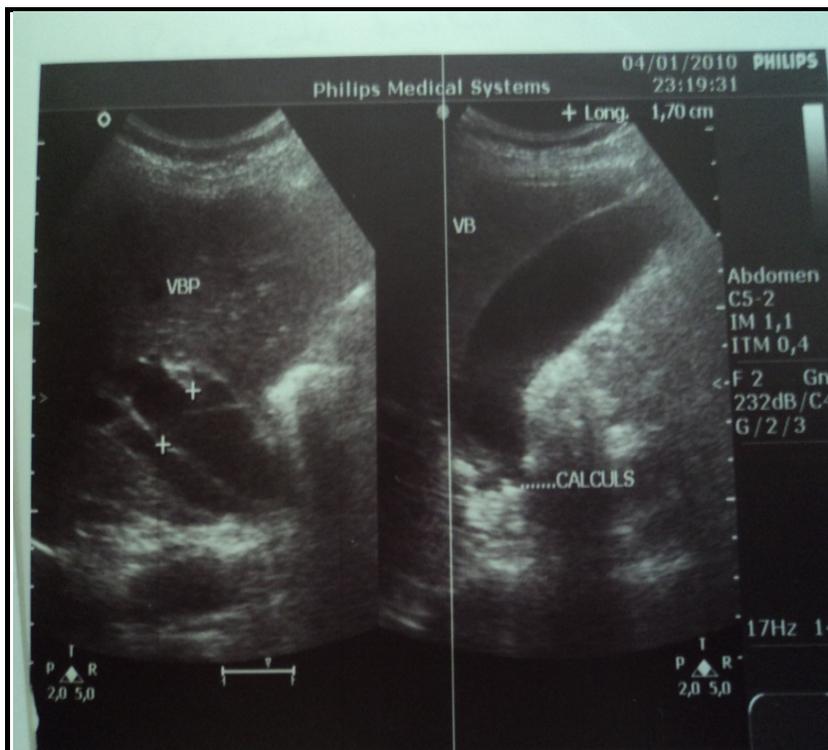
image échographique montrant l'origine biliaire de la pancréatite aigue.
